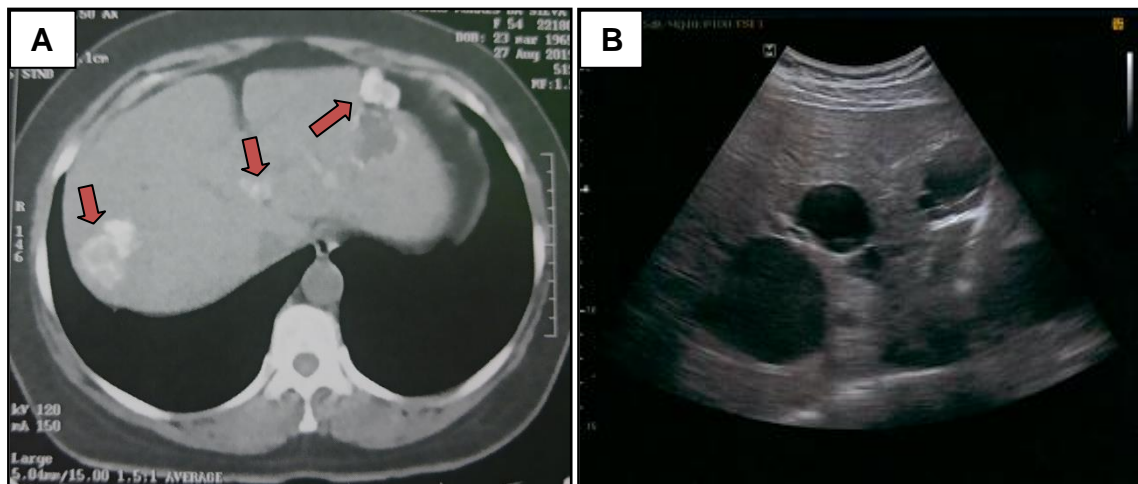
Exame de imagem evidenciado cistos hidáticos em pacientes atendidos no Hospital João Cância Fernandes, Sena Madureira, Acre. A - Imagem de TC em paciente do de 53 anos, sexo feminino e B - Imagem de US abdominal evidenciando vários cistos hepáticos em paciente de 59 anos, sexo masculino. Foto: acervo do Laboratório de Patologia e Vida Silvestre – LABPVS/UFAC.
